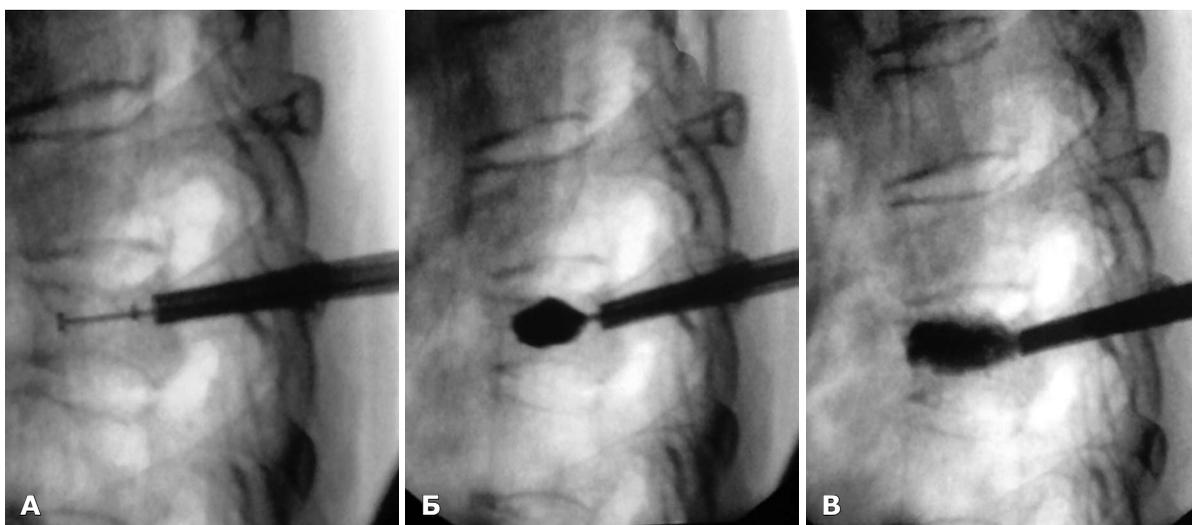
Больная Ж., 73 года. Фото радиологического контроля кифопластики оскольчатого перелома T_{VII} позвонка во время операции. Этапы баллонной кифопластики. А — установка баллонов с метками через рабочую канюлю; Б — наполнение баллонов рентгеноконтрастным раствором с помощью шприца высокого давления; В — введение в сформированную полость костного цемента.
